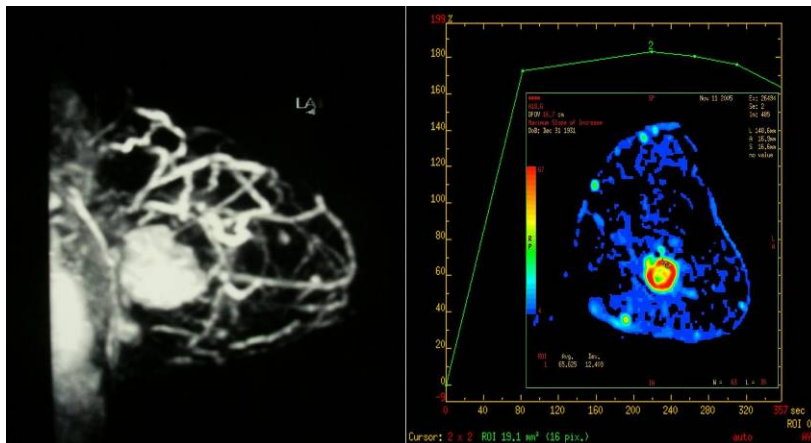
RM in pz responder. La valutazione di base prima della chemioterapia evidenzia un'ampia lesione a livello dei quadranti profondi della mammella con curve derivate T/IS di tipo II.
